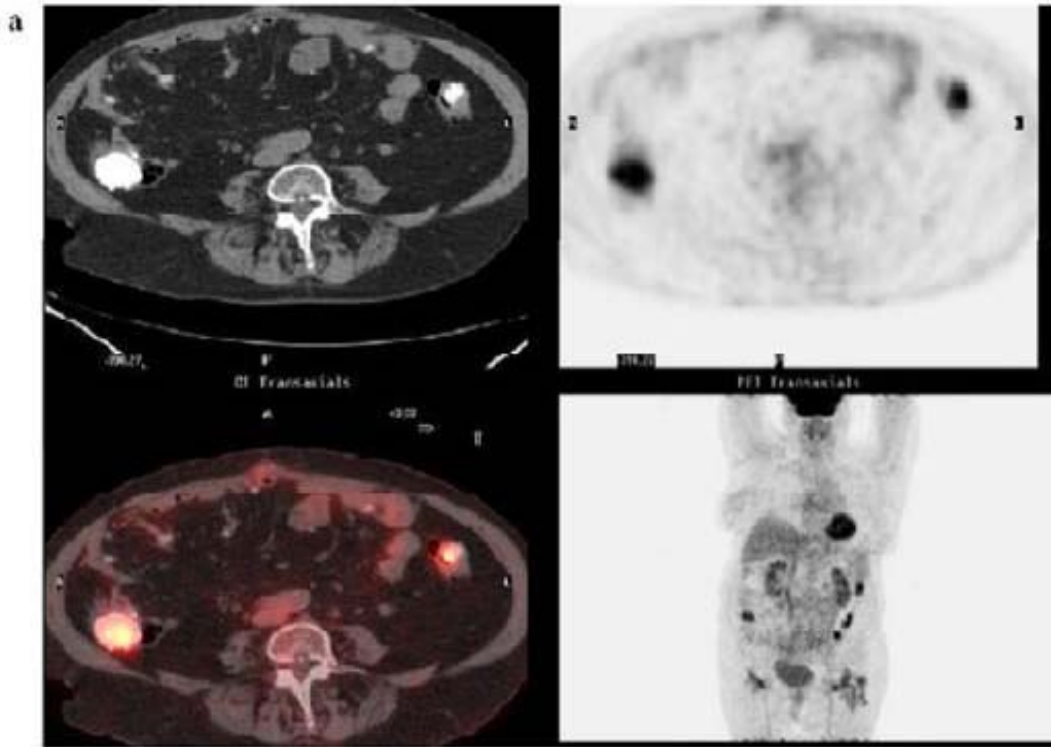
La TEP- TDM montre des foyers hyper- métaboliques au niveau colique droit et gauche avec présence de petites calcifications disséminées au niveau du péritoine, traduisant la présence d'une carcinose péritonéale.[75]
